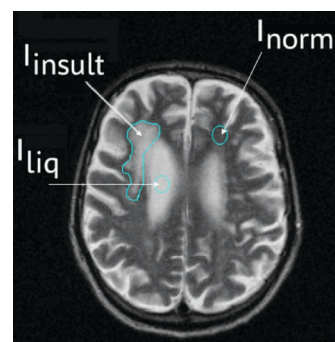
Выделение зон ишемического повреждения, ликвора и неповрежденного нормального мозга на томосрезе МРТ головного мозга в T_2 -взвешенном режиме
